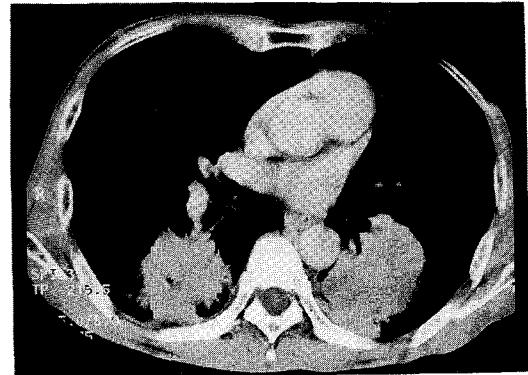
Chest CT showed ill-defined relatively homogenous mass, 5×5cm in size, on right lower lobe and 6×5cm sized multilobulated mass on left lower lobe. Air bronchogram was visible within the right side mass. No mediastinal lymph node enlargement was noted.
